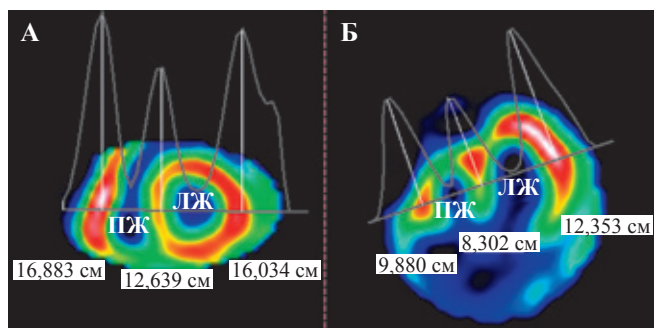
Результаты ПТС с ЭКГ от 28.02.2008 (до имплантации устройства). Профильные кривые срединных срезов изображений перфузии миокарда правого и левого желудочков сердца. А – срединный срез в корональной и Б – трансверсальной плоскостях. Высота каждого пика отражает относительное накопление перфузионного агента соответственно его месту на изображении. Соотношение величин пиков отражает соотношение уровня кровотока в стенках миокарда желудочков. Видно, что соотношение кровотока в боковой стенке ЛЖ / боковой стенке ПЖ < 1,07
